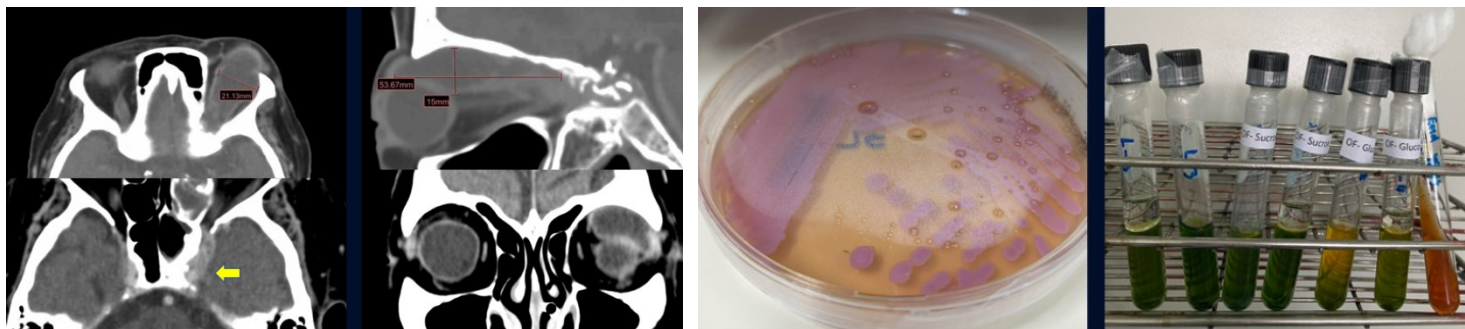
CT brain and orbit with contrast media showing a 5.4×2.1×1.5-cm circumscribed lobulated hypodense rim enhancing mass-like lesion involving superior aspect of conal-extraconal compartment of left orbit, with infiltrative heterogeneously enhancing lesion involving left orbital apex, superior orbital fissure and left cavernous sinus as well as bone erosion involving the posterior aspect of left orbital roof. These are suspicious of thrombophlebitis with abscess formation.
